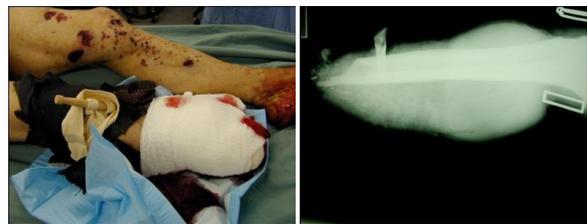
Secuencia de víctima de lesión secundaria a la pierna derecha por mina antipersonal en Kosovo. Nótese las lesiones en la pierna contralateral, el uso de torniquete, el grado de edema en la radiografía y la destrucción masiva de los tejidos.
